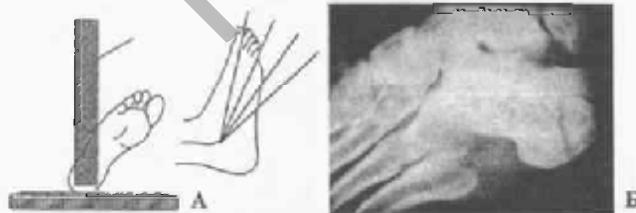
А – укладка конечности и направление рентгеновских лучей при рентгенографии по Broden. Б – рентгенограмма пятонной кости по Broden, отмечается смещение фрагментов задней суставной фасетки (3мм)
